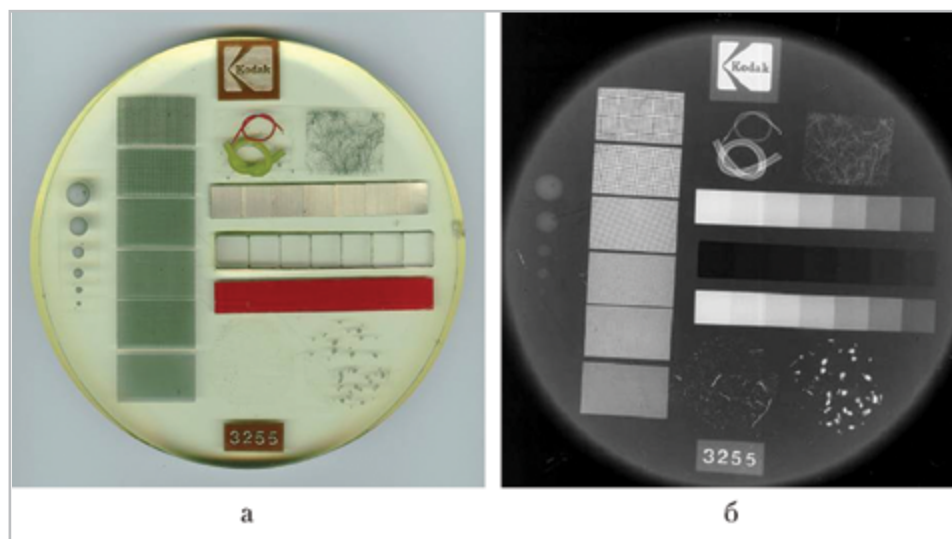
Фотографии фантома фирмы Kodak (США): *а* – внешний вид; *б* – рентгеновский снимок фантома, полученный контактным способом
